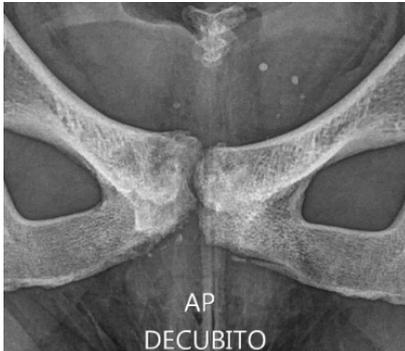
Radiografía anteroposterior de pubis con irregularidad marcada de sínfisis.
